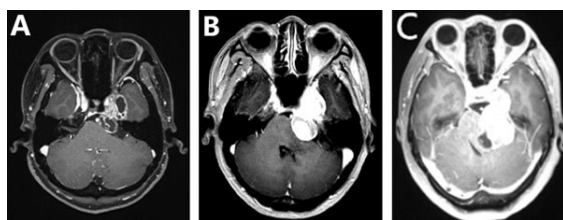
不同 Gwak 分型的中后颅窝哑铃形三叉神经鞘瘤的 MRI 表现
